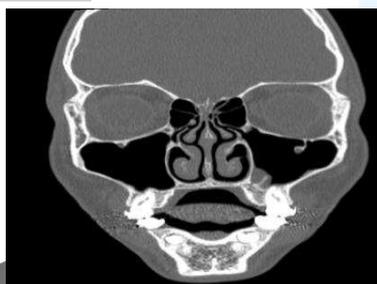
Vista frontal de supernumerarios inferiores, en TAC
